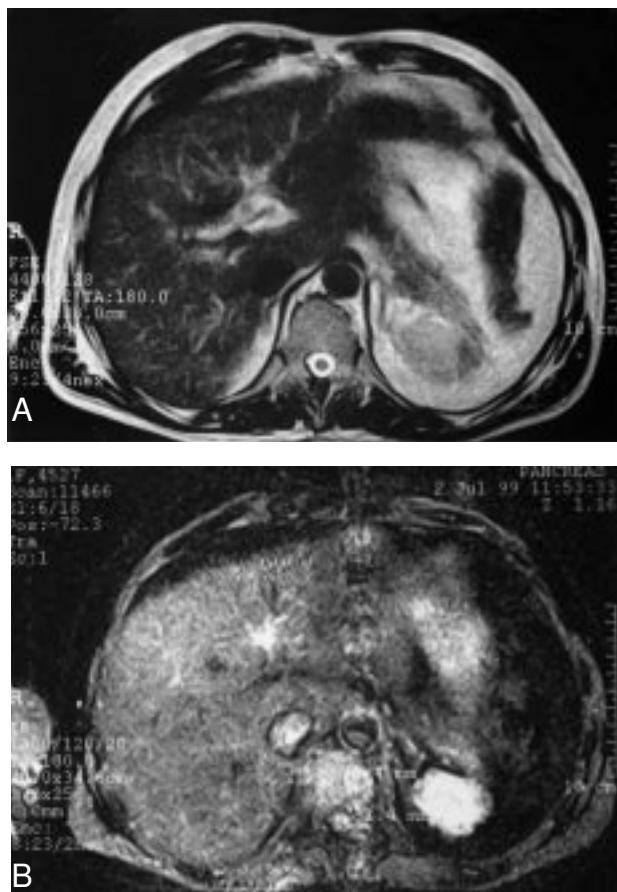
RM. A) Simple. B) Tras administración de gadolinio. Masa yuxtarrenal derecha en paciente esplenectomizado por traumatismo abdominal. Intervenido. Biopsia: tejido esplénico.
